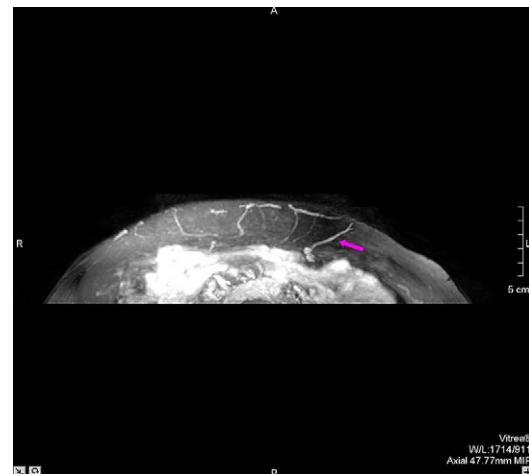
Axial magnetic resonance image. The arrow shows the left side dominant perforator with its branching to the contralateral side.
